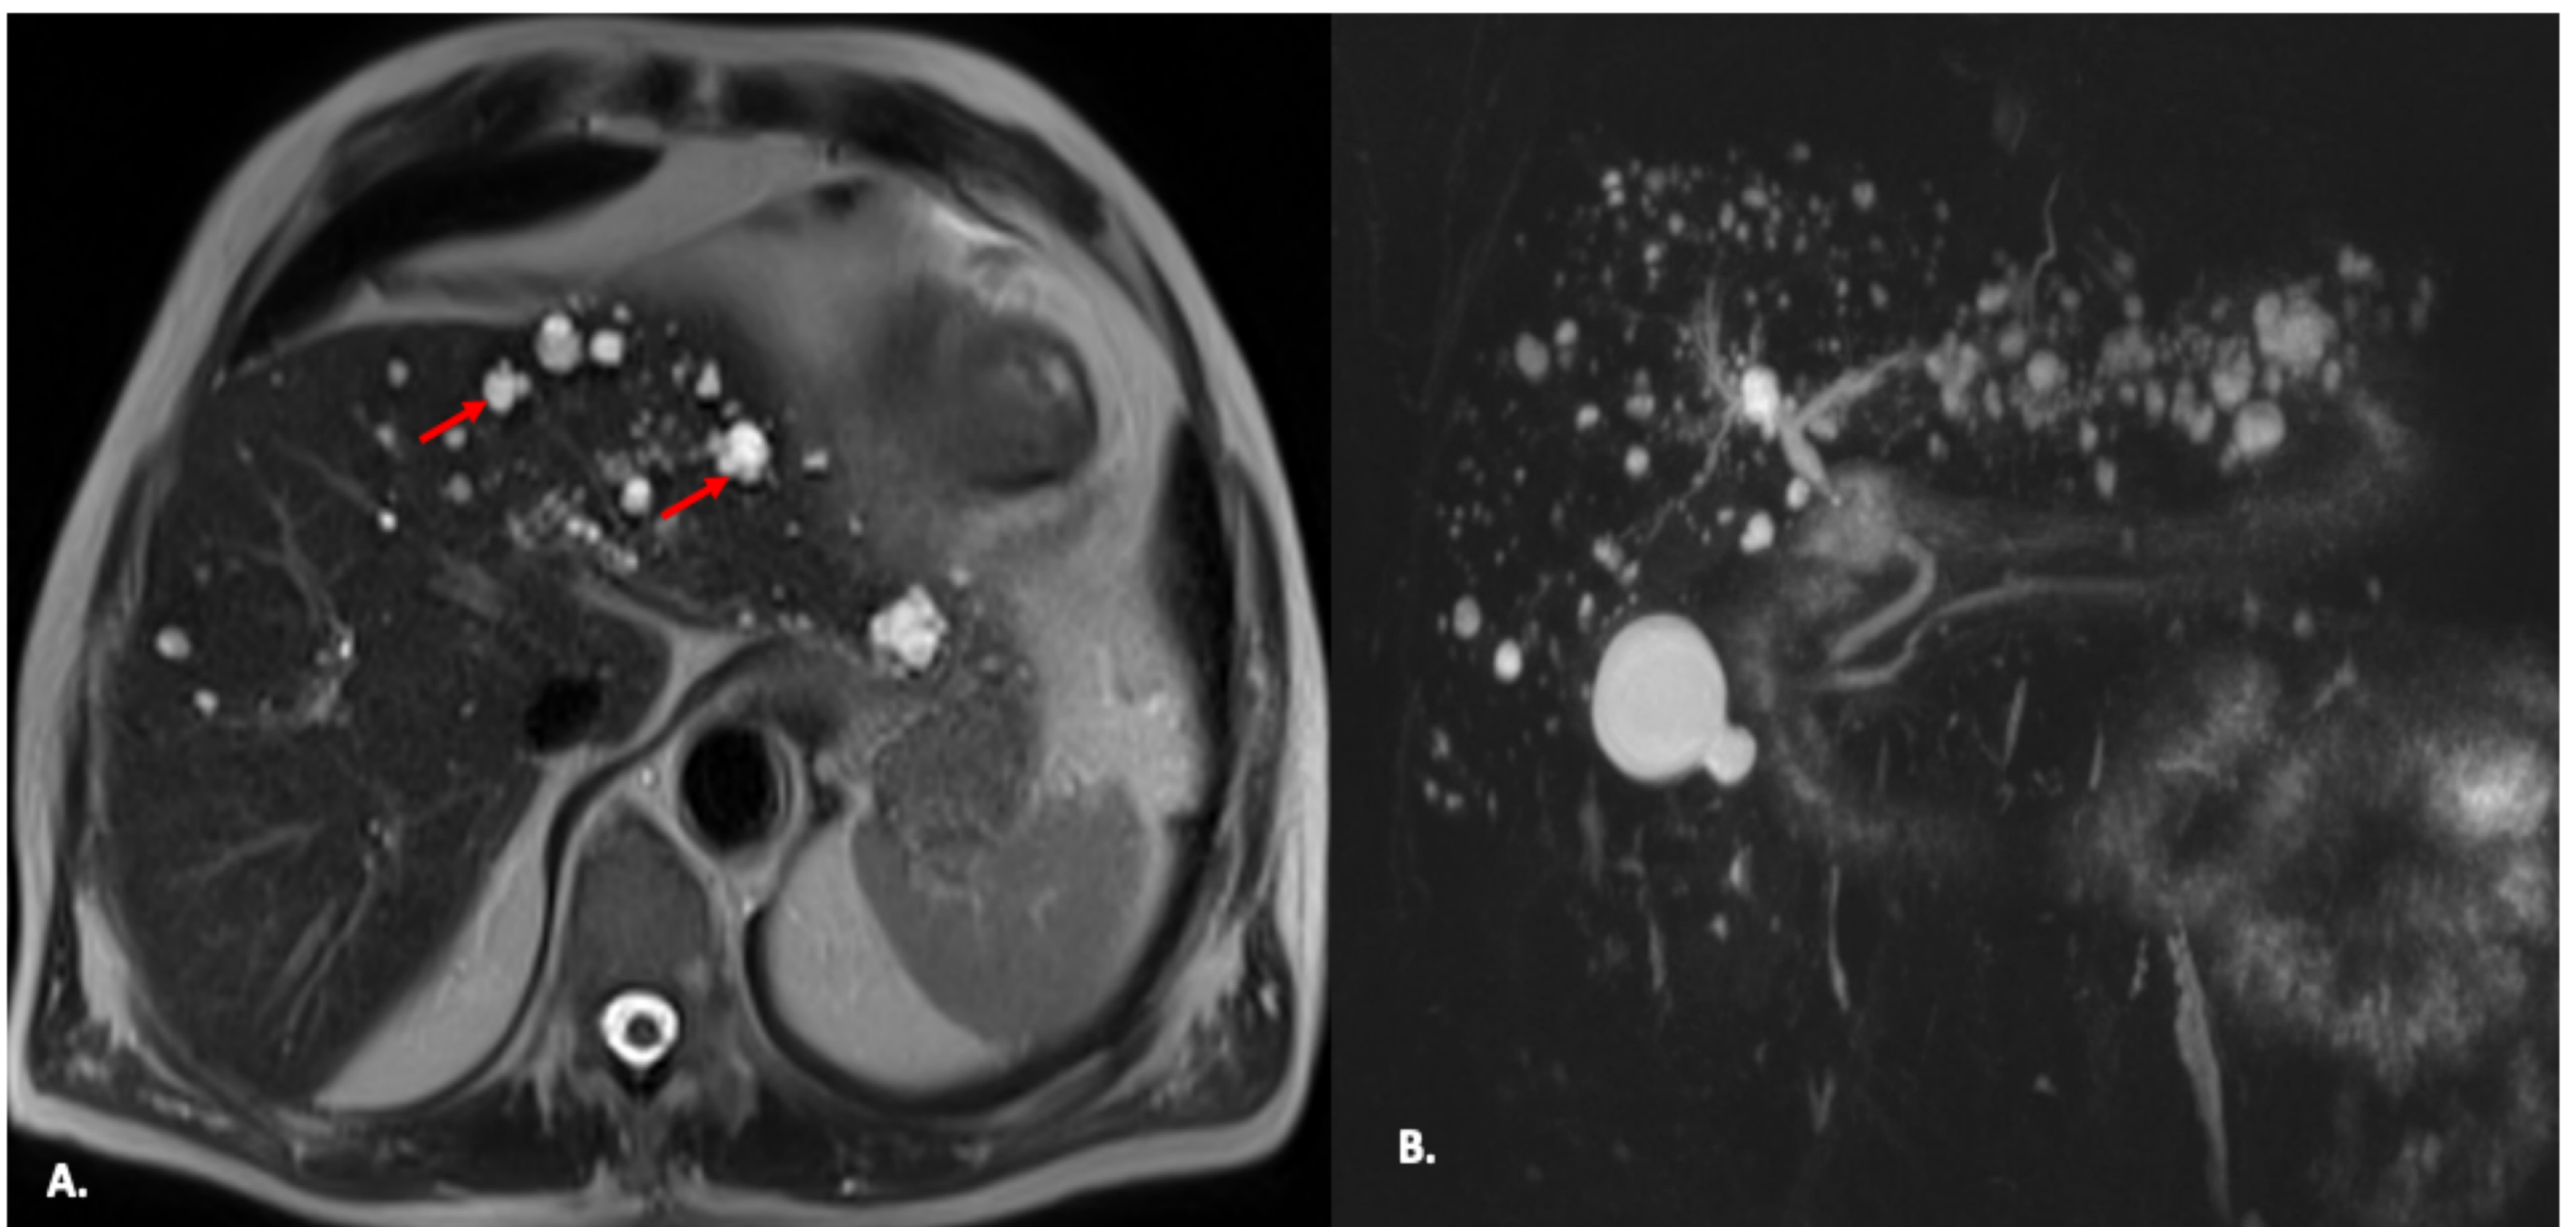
Hamartomas de la vía biliar en varón de 75 años. (A) Imágenes axiales de RM ponderada en T2 y colangiopancreatografía (B) muestra varios nódulos pequeños hiperintensos (flechas), que no se comunican con la vía biliar, mostrando un calibre normal.
